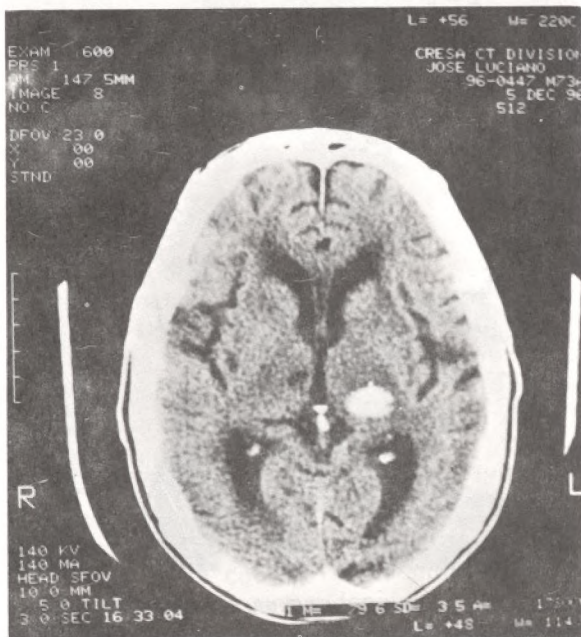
TAC DEL CEREBRO DEL PAC J L F MOSTRANDO HEMORRAGIA SUBCORTICAL IZQUIERDA A NIVEL TALAMICO, ASOCIADA A EDEMA. INFARTO LACUNAR DE APROXIMADAMENTE 1 CM, SUBCORTICAL DERECHO A NIVEL TALAMICO, SIN EFECTO DE MASA.
